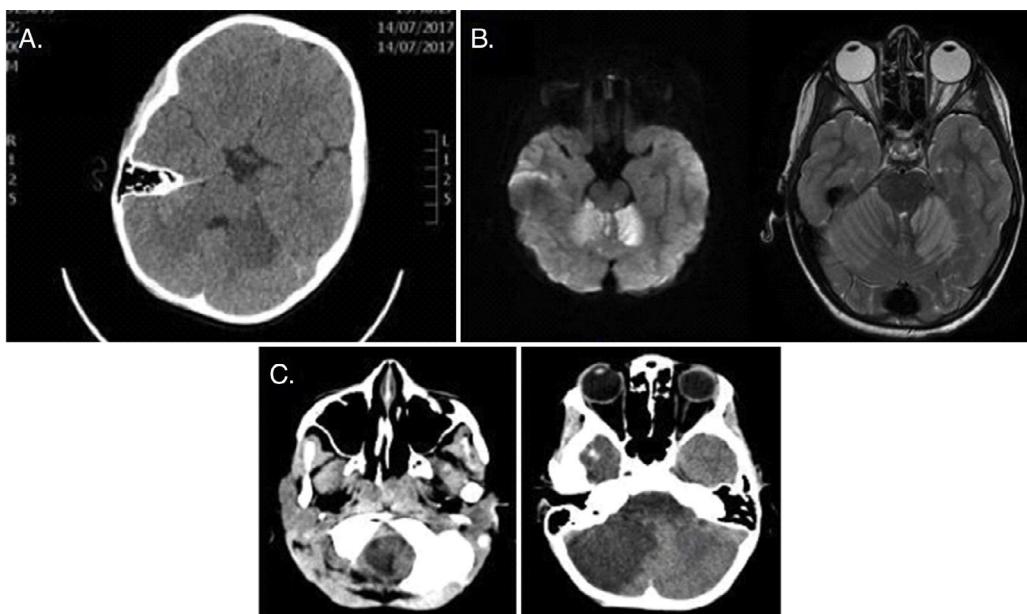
(A) TC craneal. Corte transversal apreciando hipodensidad subcortical en hemisferio cerebeloso izquierdo de aspecto inespecífico. (B) RM cerebral. Corte transversal en secuencia T2 asociando hiperintensidad de ambos hemisferios cerebelosos, con restricción en la difusión y realce cortical tras la administración de contraste. (C) TC craneal. Corte transversal apreciando progresión de las imágenes de isquemia cerebelosa, asociando edema con efecto masa y descenso amígdalas hasta foramen magno, con aumento de la talla ventricular supratentorial.
